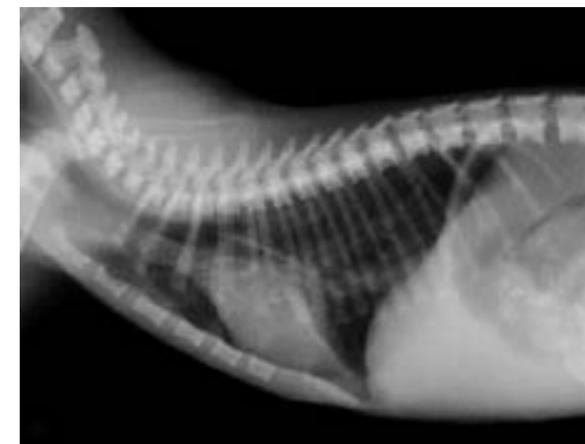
Radiografía de tórax en proyección LL con contraste de bario en la que se observa una dilatación esofágica generalizada.
